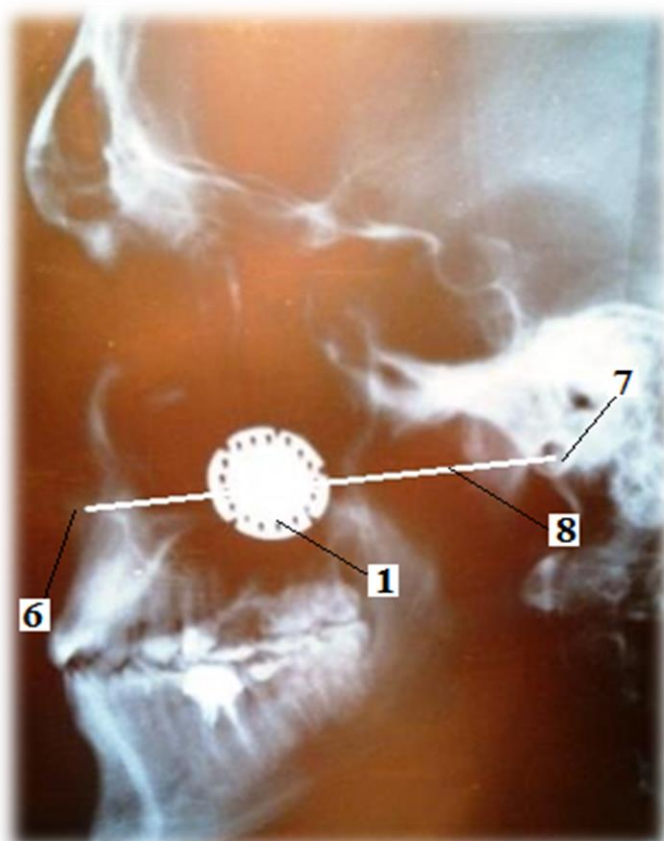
Боковая телерентгенограмма головы: 1 – рентгеноконтрастная пластинка; 6 – передняя носовая ось; 7 – основание слухового прохода; 8 – камперовская горизонталь
